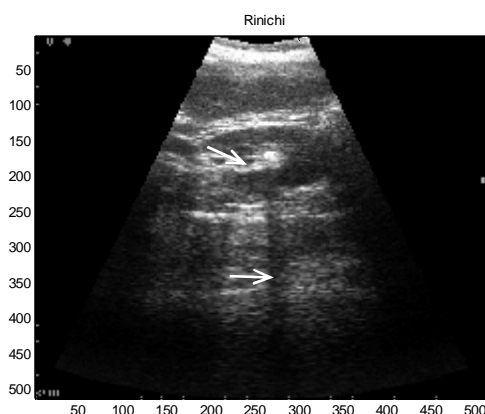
Ecografia convențională arată calcului renali slab definiți. Ecografia renală evidențiază un punct ecogen asociat cu o umbră acustică. O astfel de piatră mică este ușor trecută cu vederea datorită prezenței artefactelor și zgomotului.
